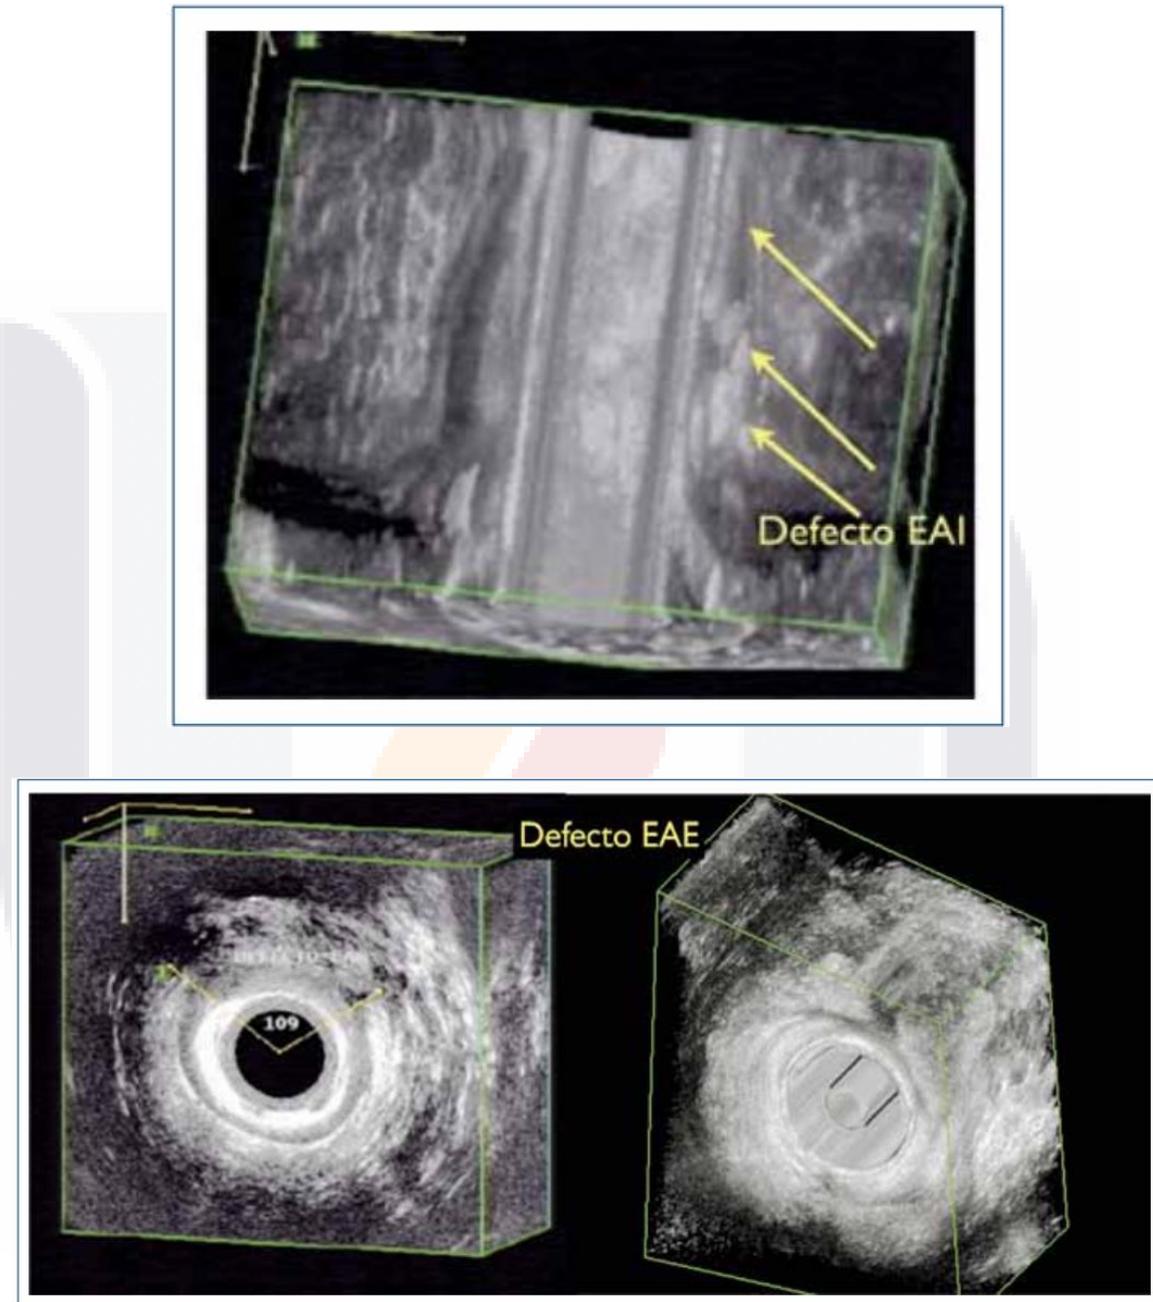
Endosonografía 3D.
